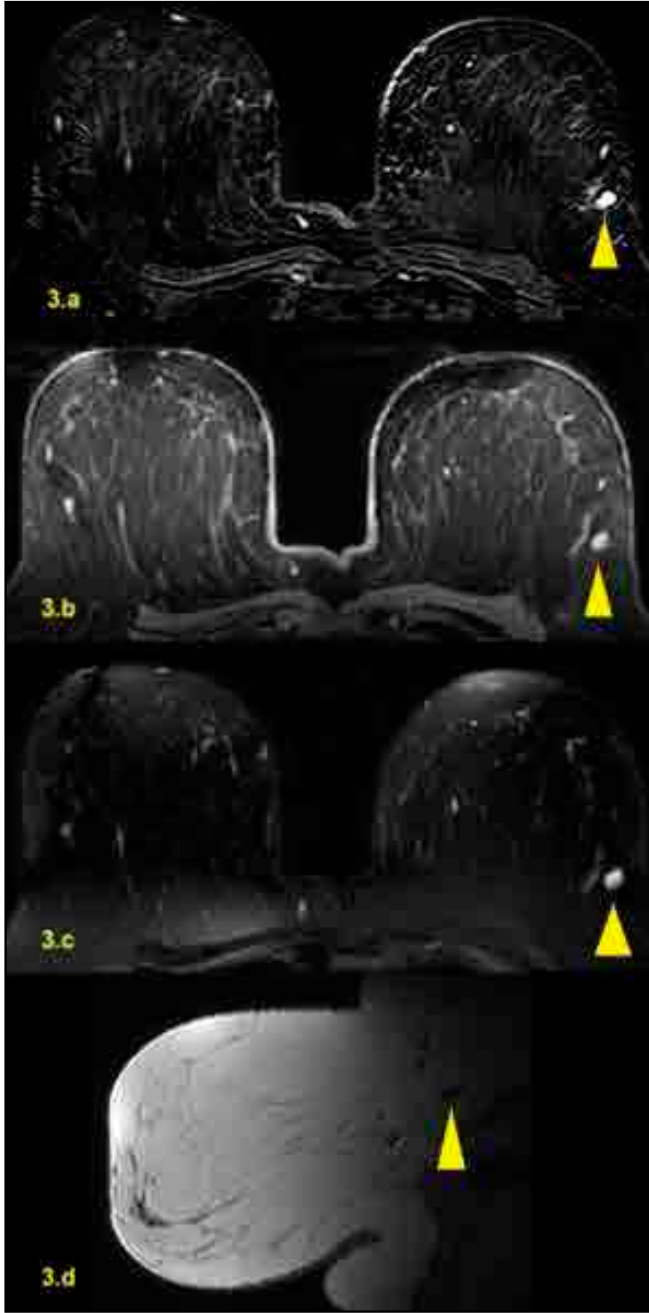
Intramammary Lymph Node. In MRI examination, rapid contrast enhancement (3.b) in dynamic series and the appearance of wash out kinetic (type 3) should not cause diagnostic confusion. In the upper outer quadrant or axillary tail localization, to see the fatty hilum in T1W (3.d) image and hyperintense appearance in images with T2W (3.a) and diffusion weight images (3.c) help diagnosis.
